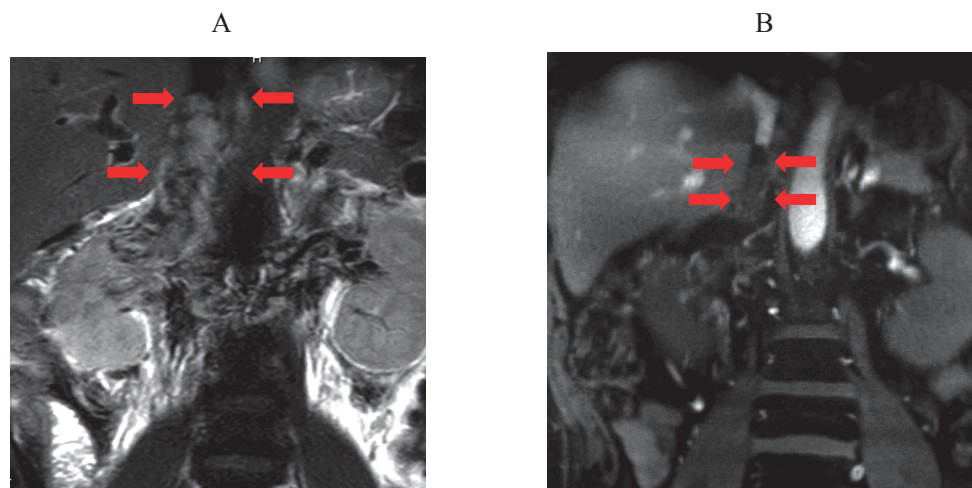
Coronal MRI images of tumor thrombus pre- A and post- B immunotherapy
